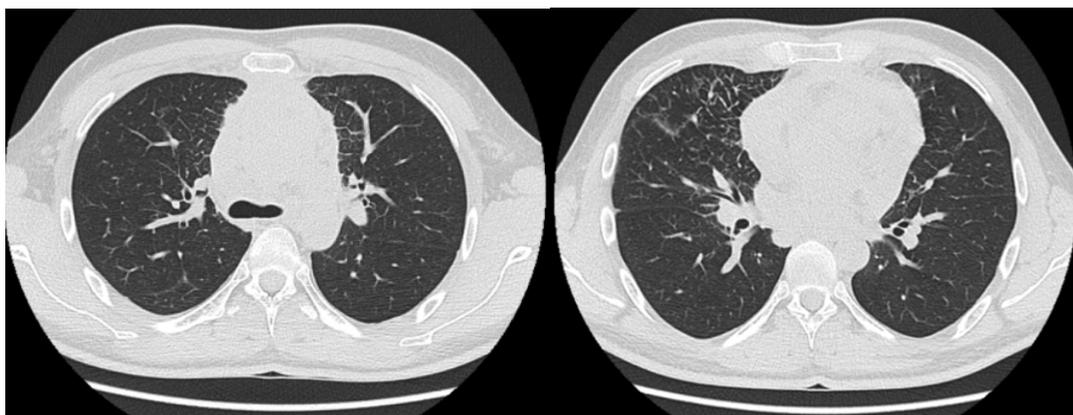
КТ грудной полости пациента К. от 30.04.2021
